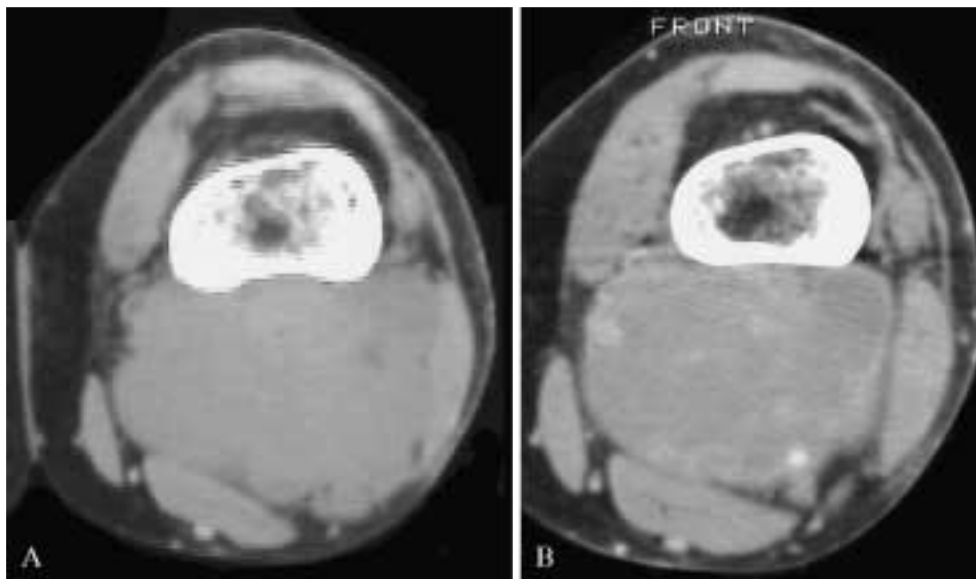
Quadro TC prima (A) e dopo somministrazione endovenosa di mdc (B). Nel contesto dei tessuti molli del cavo popliteo è apprezzabile una voluminosa formazione parenchimale ipodensa in condizioni basali (A), con disomogenea impregnazione in fase contrastografica, per la presenza di orletto periferico iperdensso, in relazione alla componente sarcomatosa ipervascolarizzata, e di piccole aree centrali ipodense di necrosi colliquativa (B).
